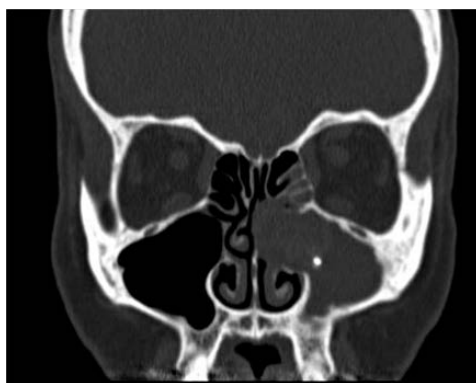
Corte coronal de TC. Sinusitis por cuerpo extraño con extensión a otros senos paranasales.
